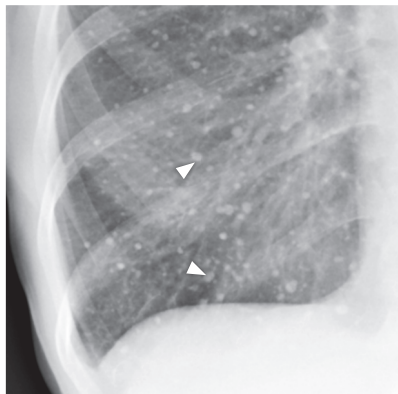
Рентгенограмма органов грудной клетки. Визуализируются кальцинированные очаги вследствие перенесенной ветряночной пневмонии. Множественные очаги (указаны стрелками) белого цвета и плотностью, равной или больше плотности кости
